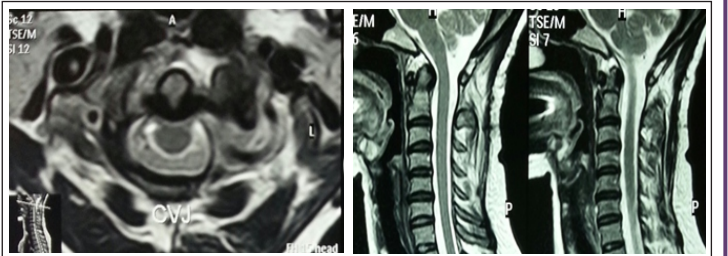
Post operative MRI images
